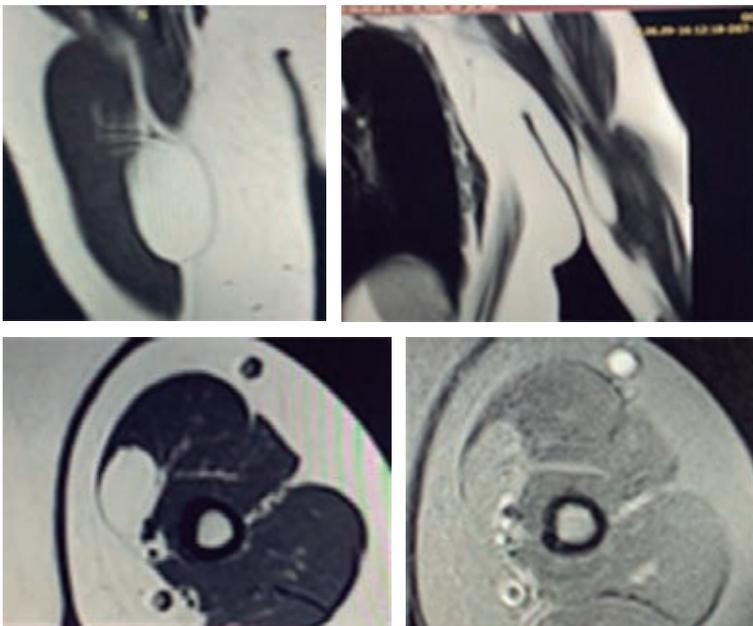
Resonancia magnética de brazo izquierdo. Se muestra lipoma intramuscular en bíceps braquial.
